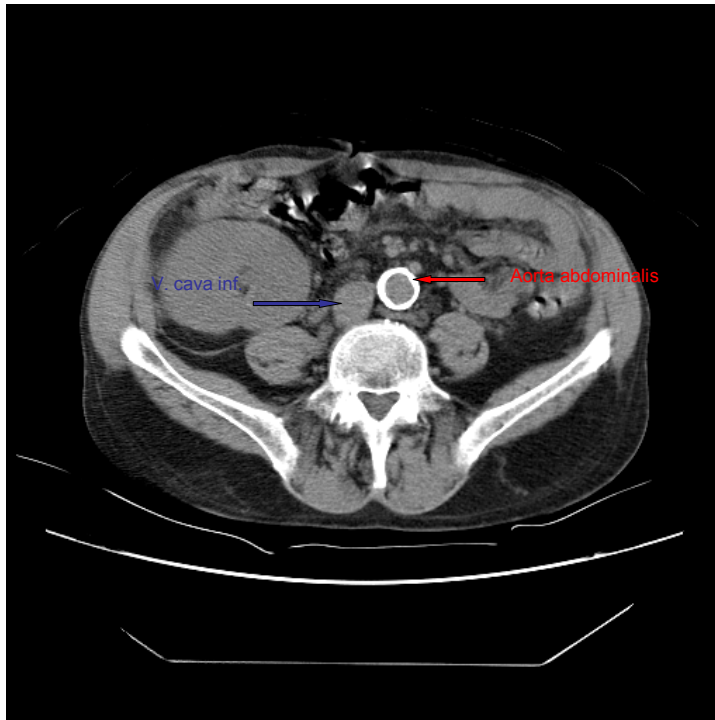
CT Bild 2, Verkalkung Grad 3
